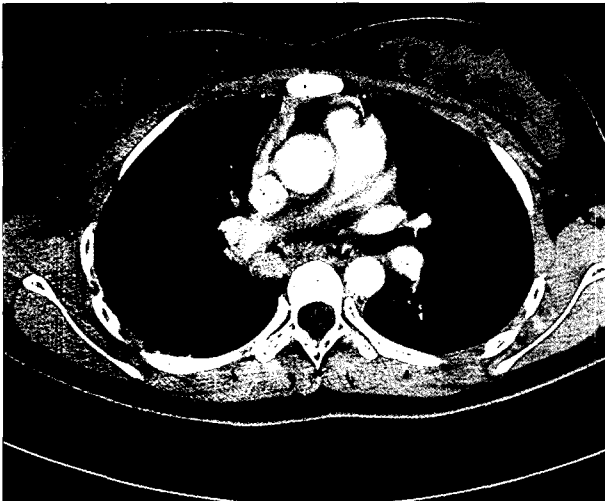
Chest CT: 1.9 cm sized, well-enhancing endobronchial nodular lesion in right intermediate bronchus level.
